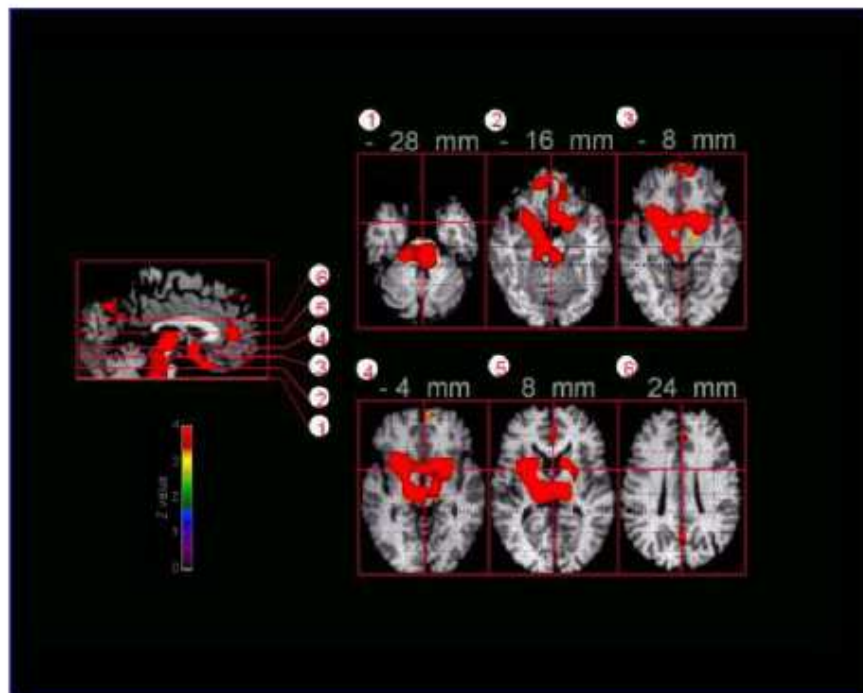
Neuroanatomie fonctionnelle du sommeil lent profond humain, évaluée par tomographie à émission de positons.
